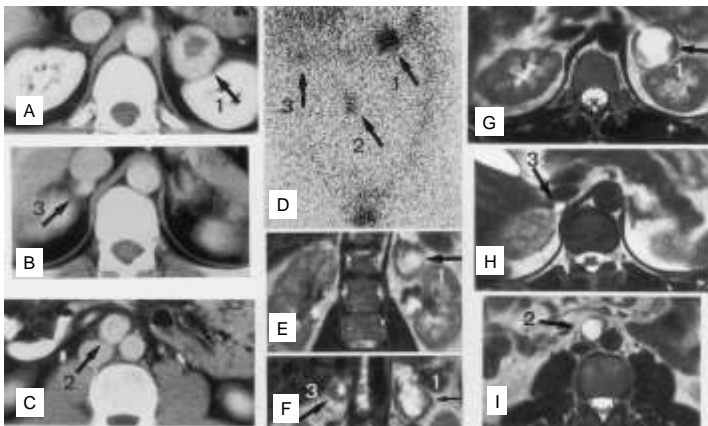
Un paciente de 30 años con feocromocitoma bilateral de las glándulas suprarrenales (1,3) y feocromocitoma extraadrenal en el abdomen (2). A-C: TC, D: Cintigrama MIBG (vista frontal), E, F: RM corte coronal (vista frontal), G-I: RM visión horizontal. Los 3 tumores fueron resecados vía laparoscópica.
